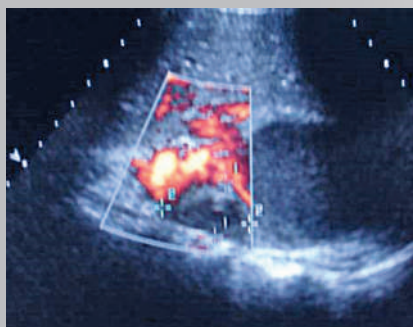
УЗИ с энергетическим доплеромическим картированием у девочки М., 14 лет, с полостным образованием правой почки
